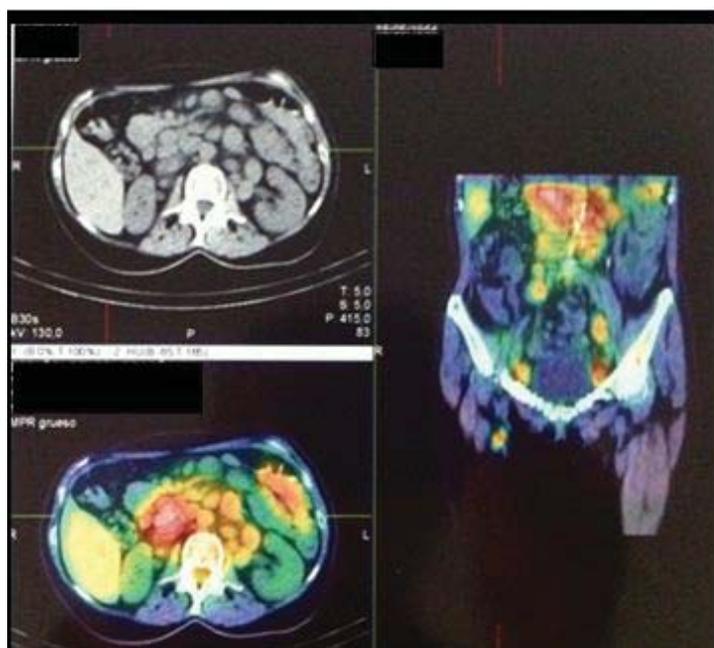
TC abdominal con hipercaptación en adenopatías.
